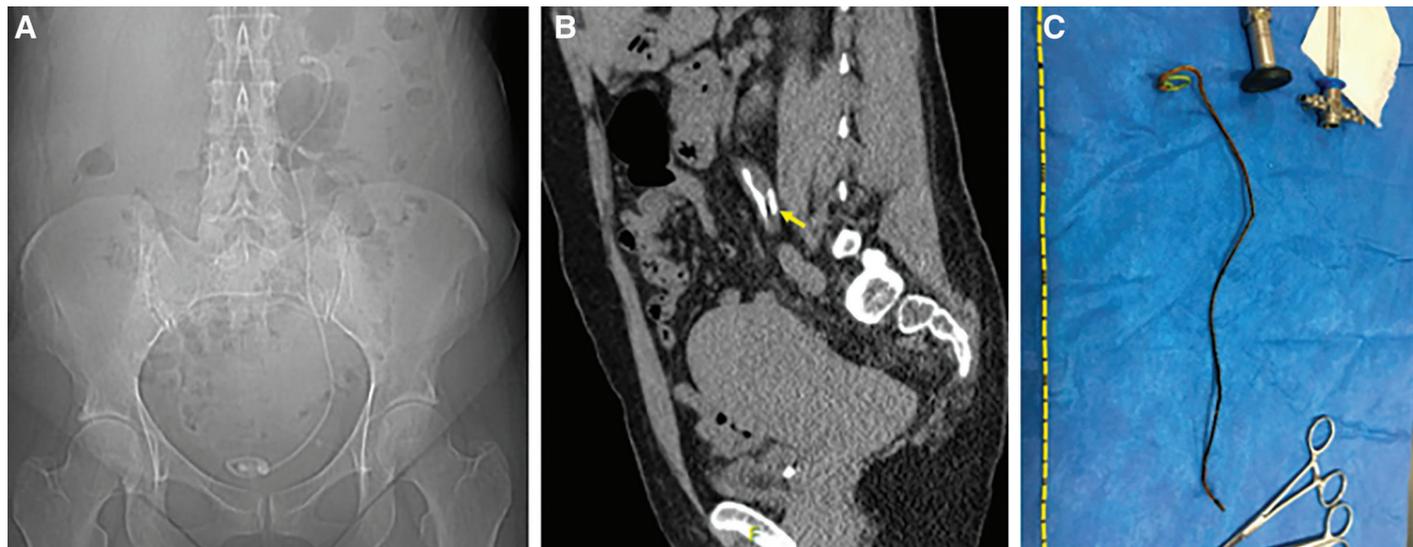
Una mujer de 55 años se sometió a una ureteroscopia izquierda con colocación de stent en un hospital externo, pero no se realizó un seguimiento para retirar el stent. Se presentó al servicio de urgencias 7 años después con dolor en el flanco y fiebre intermitente. La TC preoperatoria demostró un grupo de cálculos de 15 mm en el uréter medio sin calcificaciones significativas de la espiral proximal o distal (A, B). Sin embargo, se observó que las espirales distal y proximal estaban calcificadas durante la operación. Se realizó cistolitolapaxia en el extremo distal y los cálculos ureterales y las calcificaciones en la espiral proximal se fragmentaron con un láser de holmio usando un ureteroscopio semirrígido avanzado a lo largo del stent. Una vez liberado y retirado el stent (C), se realizó una ureteroscopia flexible para recuperar fragmentos de cálculos residuales en el riñón. La ecografía posoperatoria no mostró fragmentos de cálculos residuales ni hidronefrosis.
